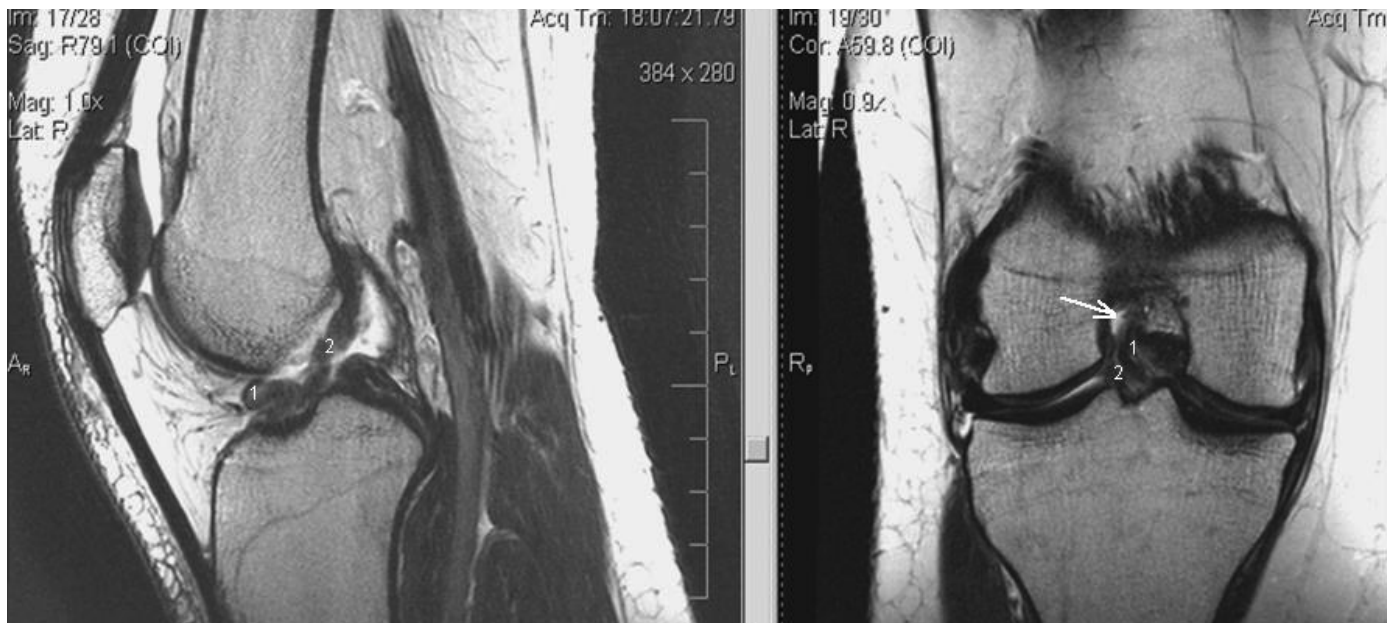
Часткове ушкодження ПХЗ на томографі 3 Тесла. Флексійна техніка. Ушкоджений антеромедіальний пучок ПХЗ, що завернувся вперед. Цілий постеролатеральний пучок ПХЗ. Стрілкою відзначено гіперінтенсивну ділянку рідини між латеральним виростком стегна та надірваним пучком ПХЗ
